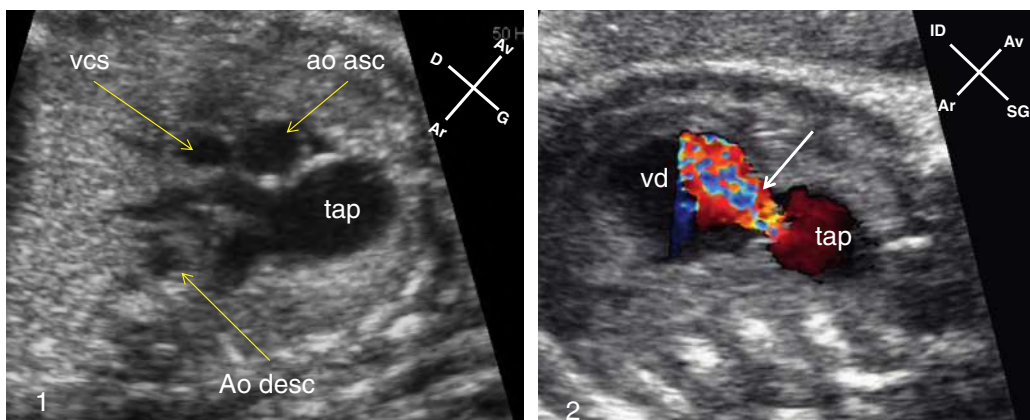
Agénésie des valves pulmonaires. En 1, incidence des trois vaisseaux, le tronc de l'artère pulmonaire (tap) est dilaté par rapport à l'aorte ascendante (ao asc) et la veine cave supérieure (vcs). En 2, le Doppler couleur met en évidence une fuite pulmonaire massive (→). ao desc : aorte descendante; vd : ventricule droit.
